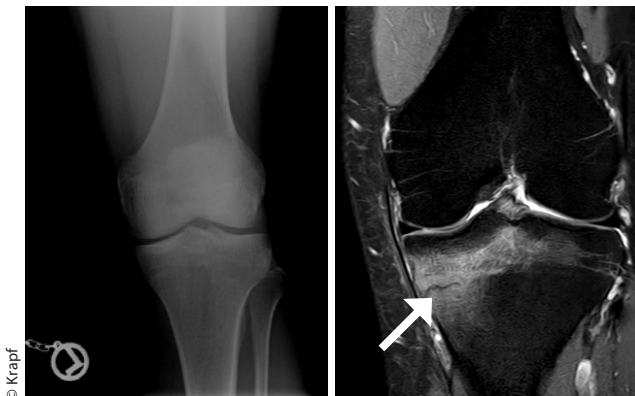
Patient 1, 42 Jahre. Röntgen (li) und MRT (re) linkes Kniegelenk. Pfeil: Knochenödem, Stressfraktur
